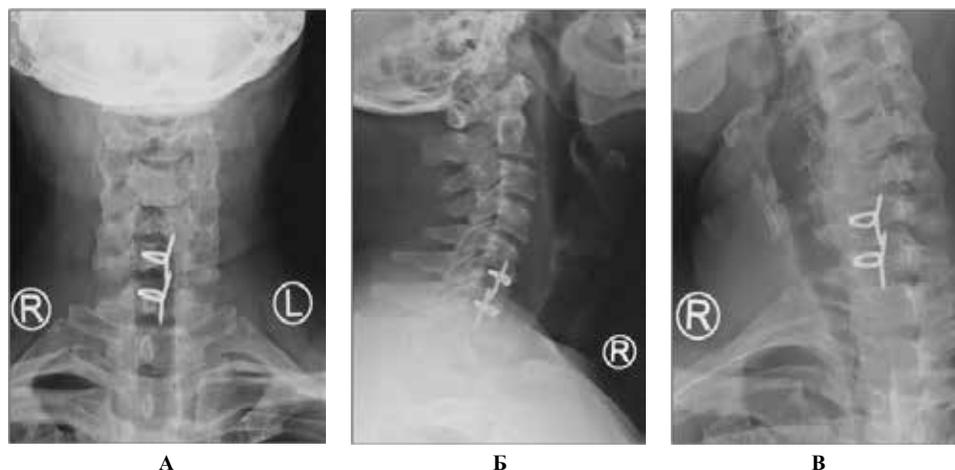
(А, Б, В) Функциональные рентгенограммы пациента Ш. Двухуровневое оперативное вмешательство по поводу грыж МПД CV-CVI, CVI-CVII, установлены «эндопротезы» межпозвонковых дисков в виде одновитковых спиралей. Сохранена физиологическая подвижность оперированных ПДС. Признаков нестабильности нет
